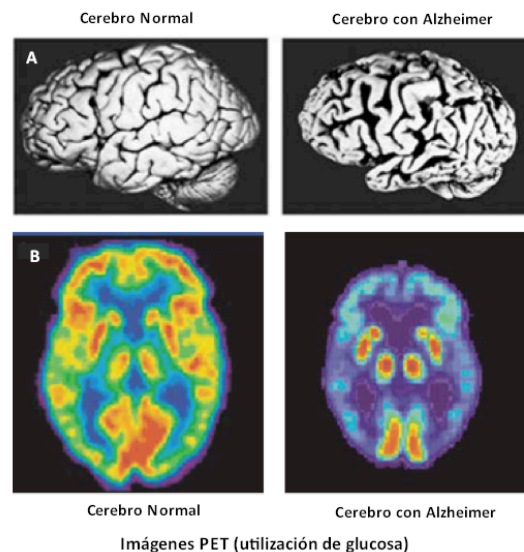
Comparación de un cerebro normal y uno con enfermedad de Alzheimer. En EA se presenta una contracción de las regiones cerebrales implicadas en el aprendizaje y la memoria; esto se correlaciona con importantes reducciones en el metabolismo energético celular en pacientes vivos. A.- El cerebro de los pacientes con EA presentan una marcada contracción de circunvoluciones en el lóbulo temporal y los lóbulos frontales. B.- imágenes de tomografías de emisión de positrones (PET) que revelan la captación de glucosa (rojo y amarillo indican altos niveles de la captación de glucosa) en una persona saludable y un sujeto de control normal (Mattson 2004).
